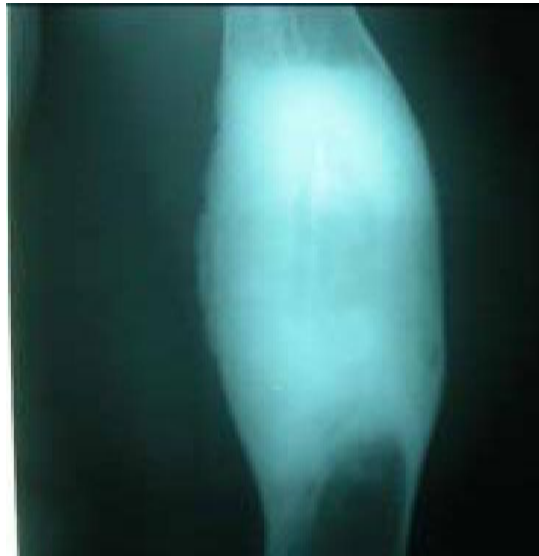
Radiographie standard chez un patient drépanocytaire montrant une ostéomyélite au stade chronique: hyperostose diaphysaire et réaction périostée avec épaissement des parties molles [47].
